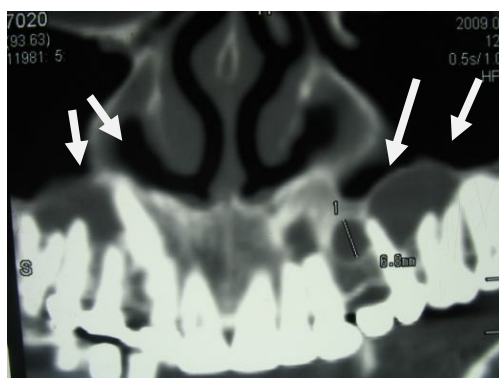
Реформат костей лицевого черепа МСКТ в развернутой проекции до лечения.
